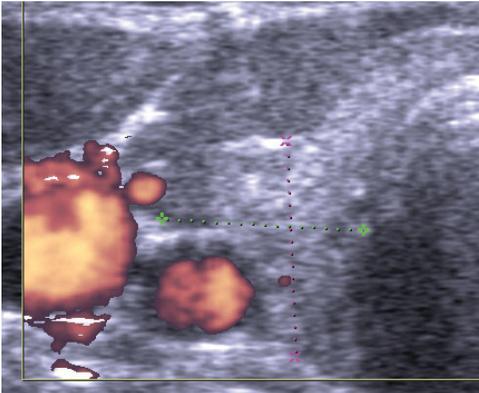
Пациентка А., 43 г., УЗИ (правая доля и перешеек, поперечная проекция, ЭДК). На момент пульсовой волны определяется лишь одна малой величины сосудистая пульсация.
